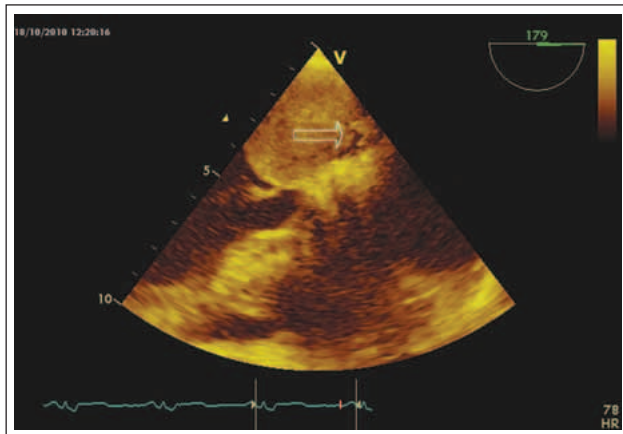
In der transösophagealen Echokardiographie zeigt sich ein gestielter Ansatz der Raumforderung am interatrialen Septum (Pfeil).
